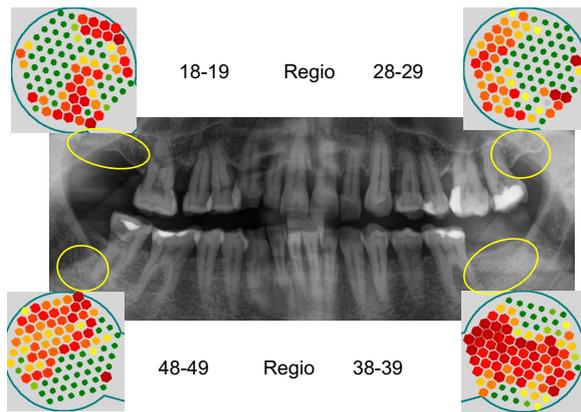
Röntgenbild der Patientin mit korrespondierenden Messungen der Knochendichte mit Ultraschall TAU: Weitgehend unauffälliges OPG in den alveolären Kieferbereichen (gelb markiert). Die korrespondierende Ultraschallmessung TAU macht dagegen mit Rot sichtbar, wo in FDOK-Arealen für BK pathogenetische RANTES/CCL5-Entzündungsbotenstoffe exprimiert werden.
